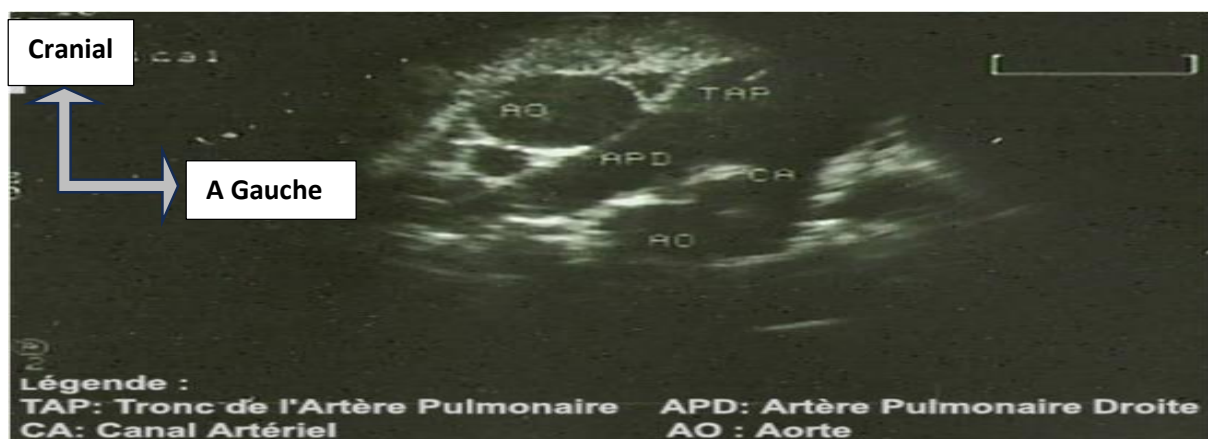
Échographie de la persistance du canal artériel | CHV Meaux
